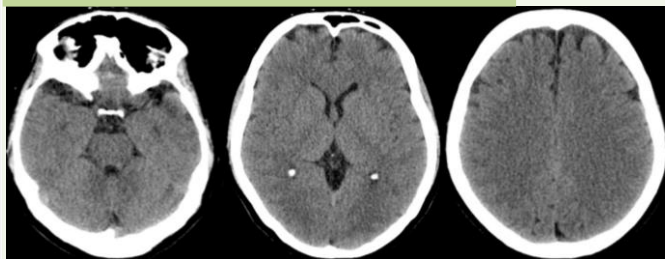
TDM cérébrale C- : Pas de lésions parenchymateuses, et système ventriculaire d'aspect normal
